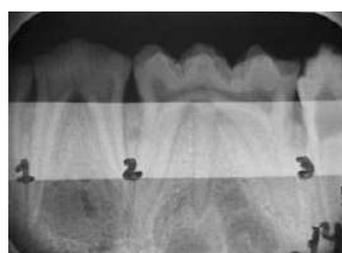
Radiografía periapical con lámina de cobre.
